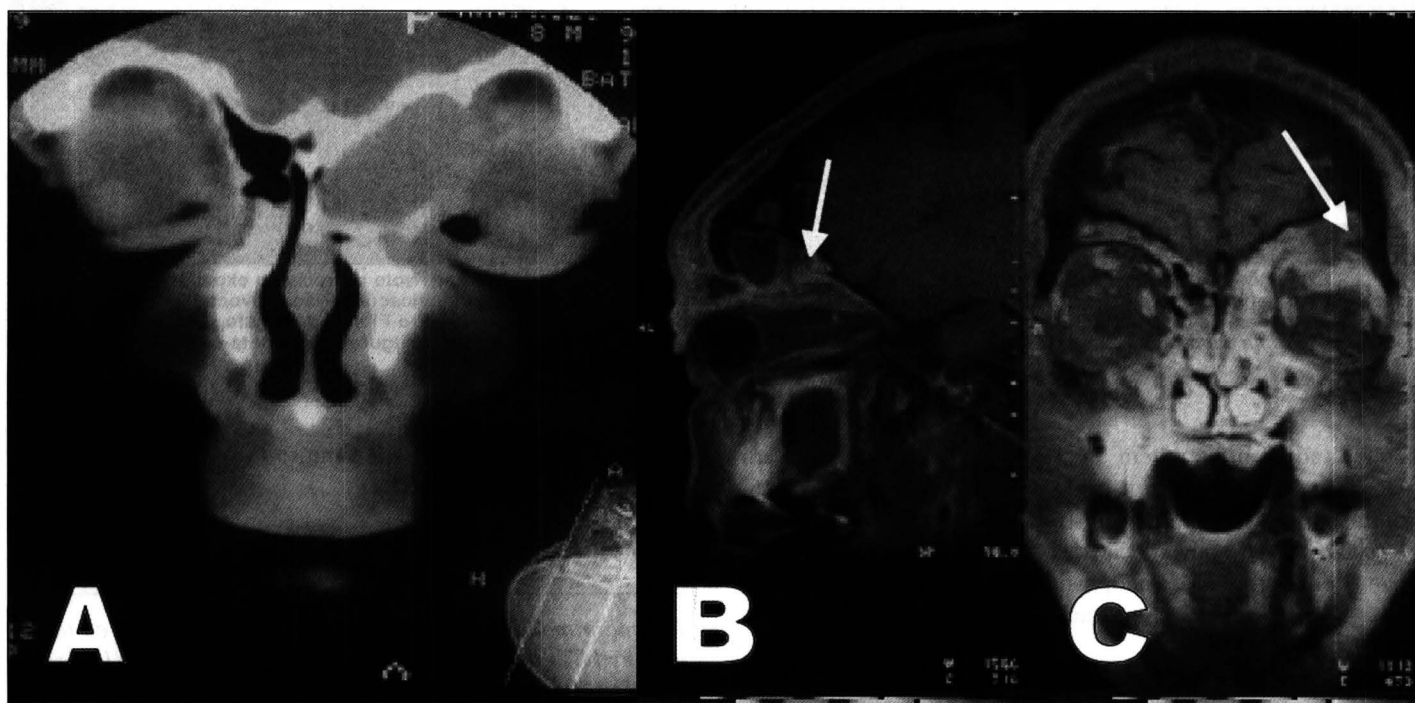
(A) Corte coronal de TC de paciente com mucocèle. Note-se a presença de lesão expansiva insuflante fronto-etmoidal esquerda, com densidade semelhante ao vítreo comprimindo e deslocando o globo ocular. (B) corte sagital e (C) coronal, seqüência de inversão recuperação em T1, com tempo de inversão de 150 ms (STIR) para subtração de gordura do mesmo paciente. Note-se lesão expansiva frontal deformando a órbita, comprimindo e deslocando o globo ocular esquerdo. O sinal hiperintenso em T2 (A) e intermediário em T1 (B) sugere líquido com alto teor proteico (seta). O diagnóstico clínico-radiológico de mucocèle foi comprovado cirurgicamente.
